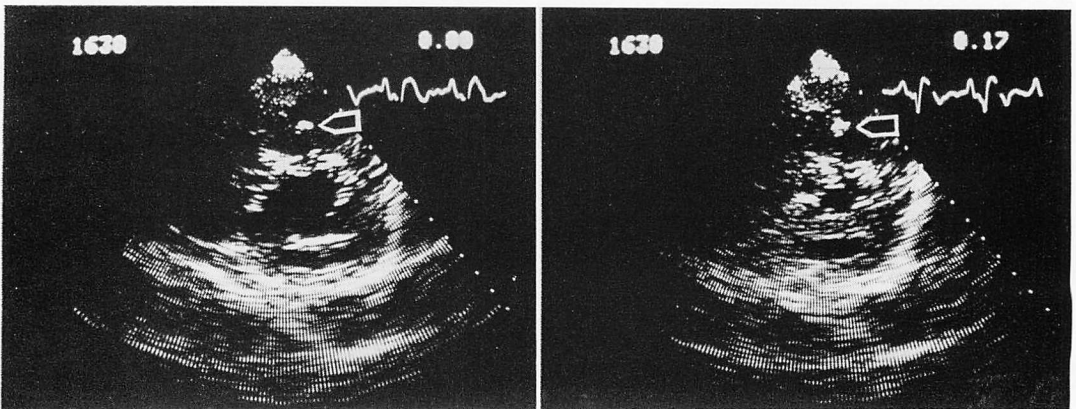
Short axis cross-sectional echocardiograms from Case 1 after cerebral embolism.
